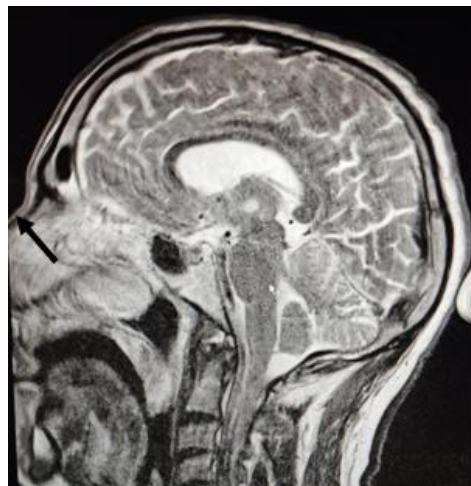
Resonancia magnética nuclear de cráneo donde se evidencia hiperintensidad talámica consistente con infarto de la arteria de Percheron
